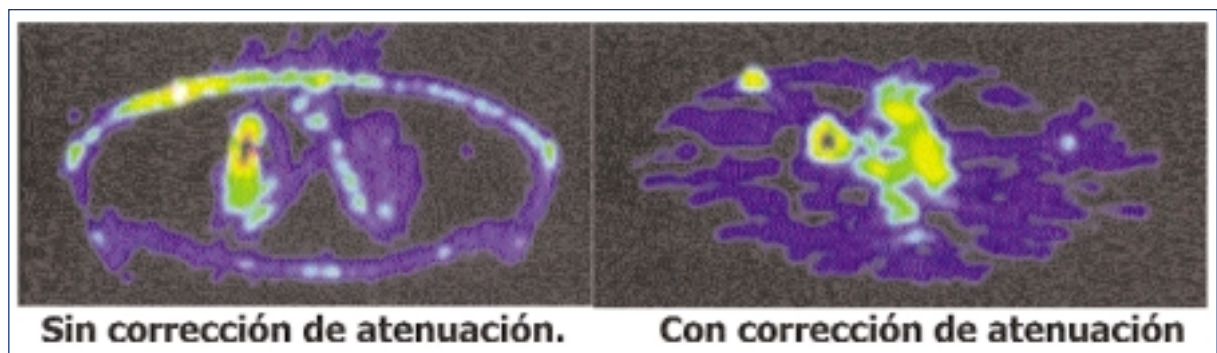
A la izquierda se aprecia un corte axial de PET sin corregir por atenuación que demuestra actividad aparentemente elevada en la superficie corporal. También se aprecia distorsión de la actividad tumoral que se elonga artificialmente en la dirección de menor atenuación. A la derecha se muestra el mismo corte tras ser corregido por atenuación.
